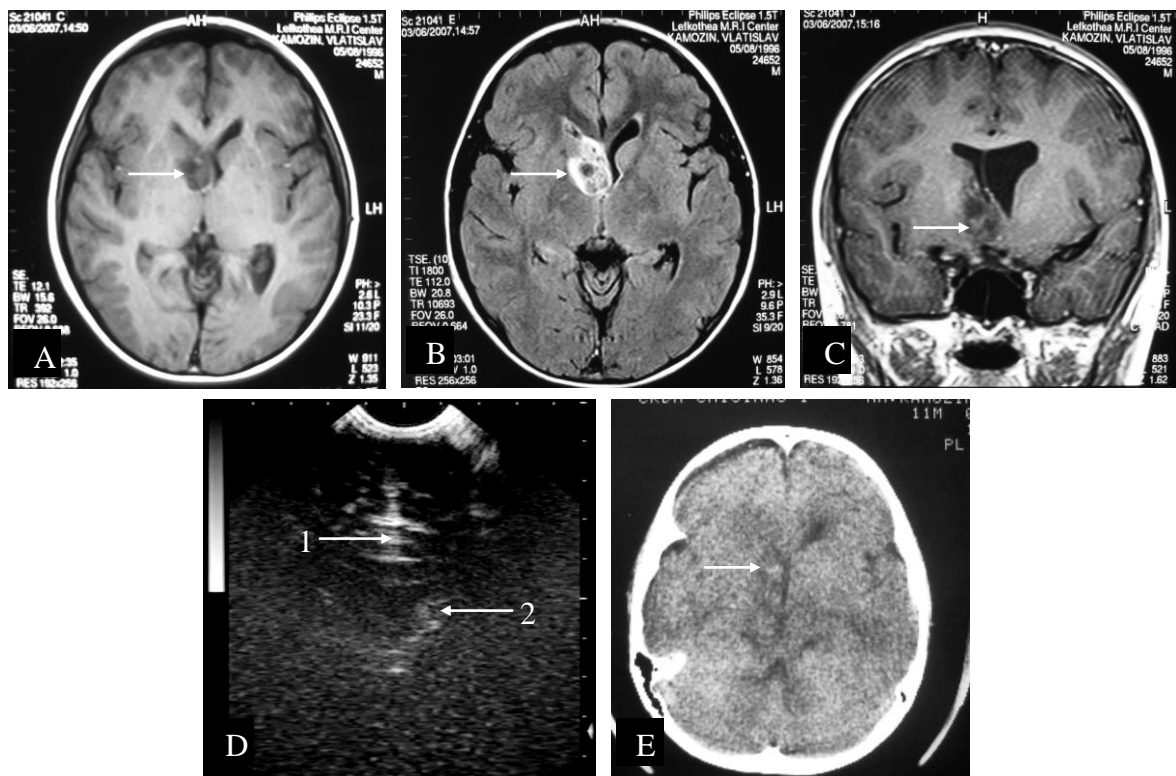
Formațiune de volum în regiunea nucleilor bazali pe dreapta: A,B IRM axială; C. IRM coronariană; D. USIO transcorticală: 1 - coasa cerebrală. 2 - formațiune de volum de nuclei bazali; E. CT de control. Transductor 5,0 MHz.
